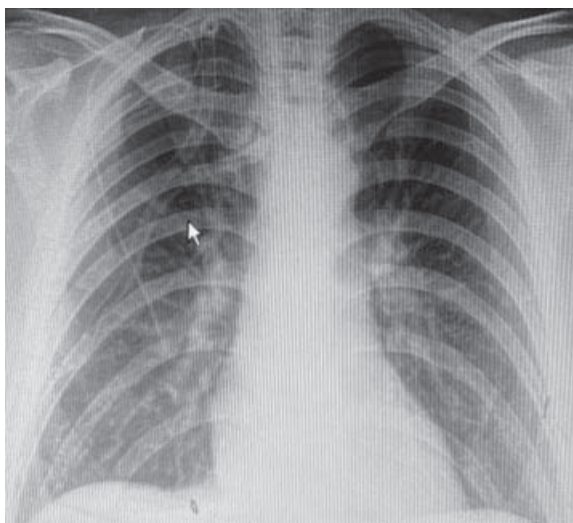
Рентгенографія ОГП від 6.08.21
